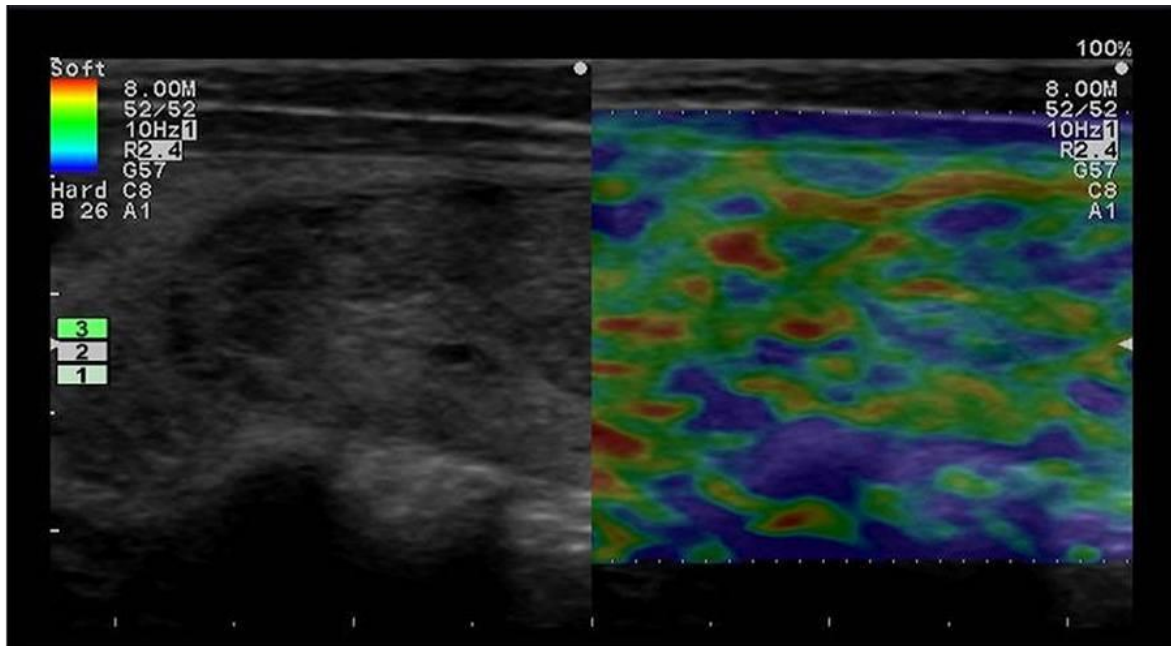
Узловой зоб. УЗИ органов шеи, режим серой шкалы: продольное сканирование и СЭГ. В левой доле гипоэхогенный узел. На СЭГ интенсивное окрашивание, цветовой паттерн желтого цвета, коэффициент жесткости 1,0 кПа
